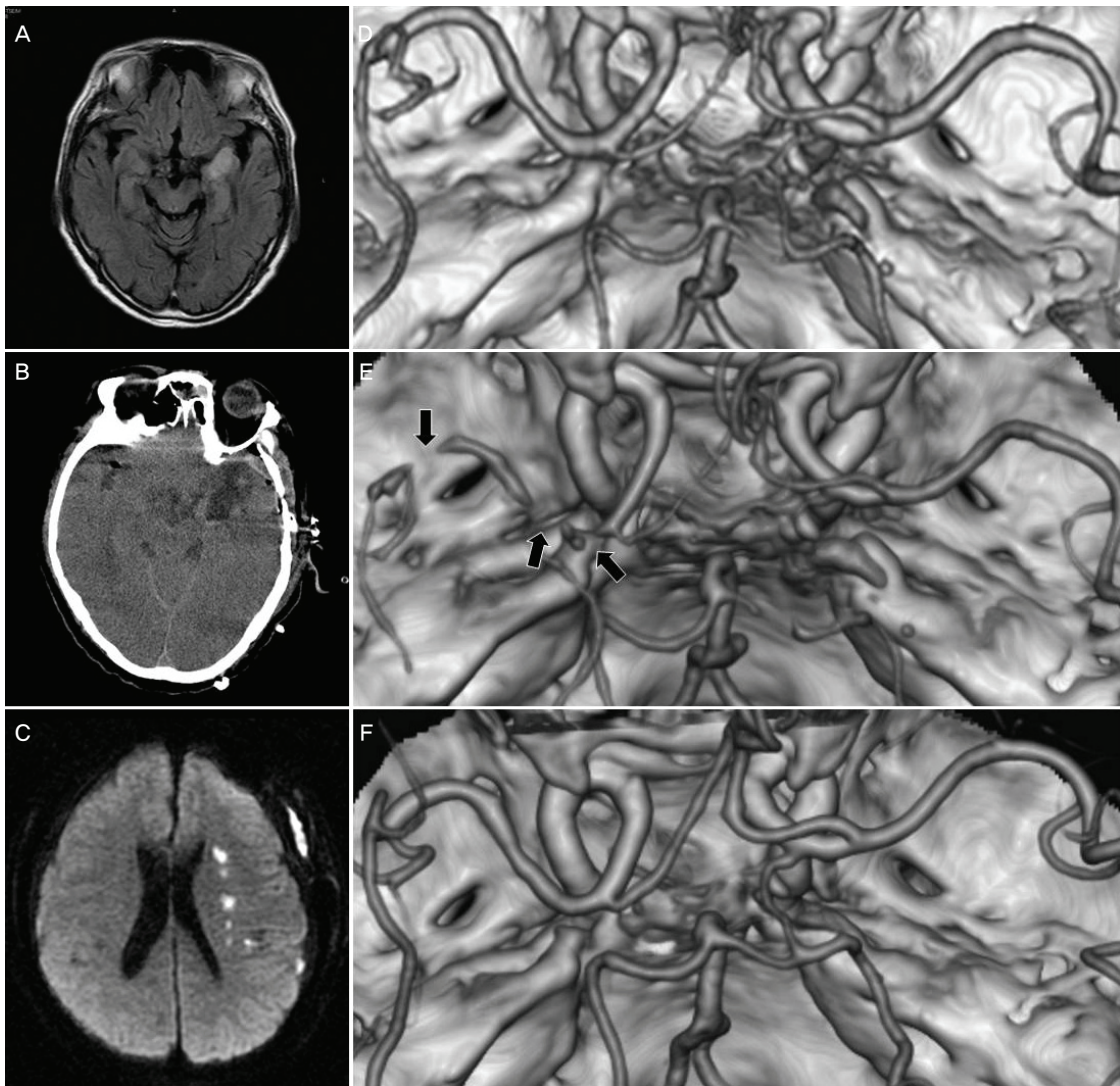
Neuroimaging findings of the patient. (A) Initial MR FLAIR (fluid-attenuated inversion-recovery) image shows a hyperintense lesion in the anteromedial temporal lobe, which was diagnosed as a glioblastoma. (B) Postoperative CT scan shows minimal amount of hemorrhage. (C) MR diffusion-weighted image at admission shows multiple infarctions in the left middle cerebral artery (MCA) territory. CT angiography at admission shows multiple stenoses of left MCA (E) which was not seen prior to the operation (D). These stenoses are resolved in the follow-up CT scan taken 3 months later (F).
